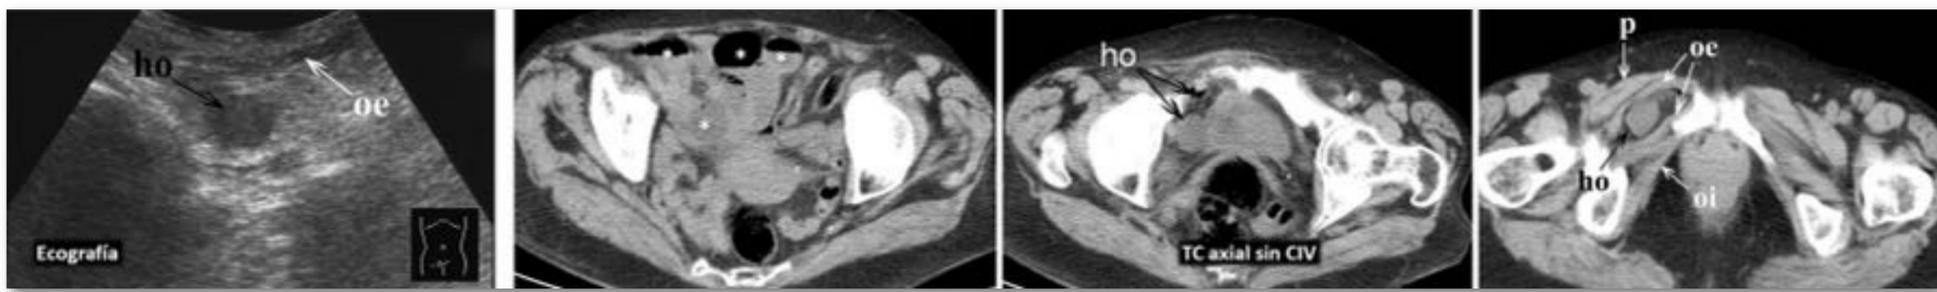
Hernia obturatriz obstructiva, estrangulada y perforada. Mujer de 80 años, malnutrida, con obstrucción intestinal, sin antecedente de cirugía abdominal. Ecografía y TC (sin contraste por insuficiencia renal). Hernia obturatriz (ho) derecha, con un asa ileal incarcerationada que produce obstrucción intestinal (*). Hay pequeñas burbujas de gas en el saco herniario, que denotan isquemia y perforación. Lo habitual es que el saco descienda entre el m. pectíneo (p) y el m. obturador externo (oe). En este caso peculiar la hernia se sitúa entre los vientres superior y medio del músculo obturador externo. (oi) músculo obturador interno.
